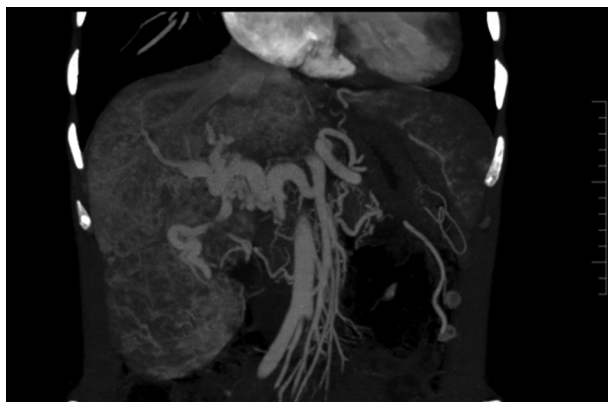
Angiotomografía, cortes coronales abdominales.
